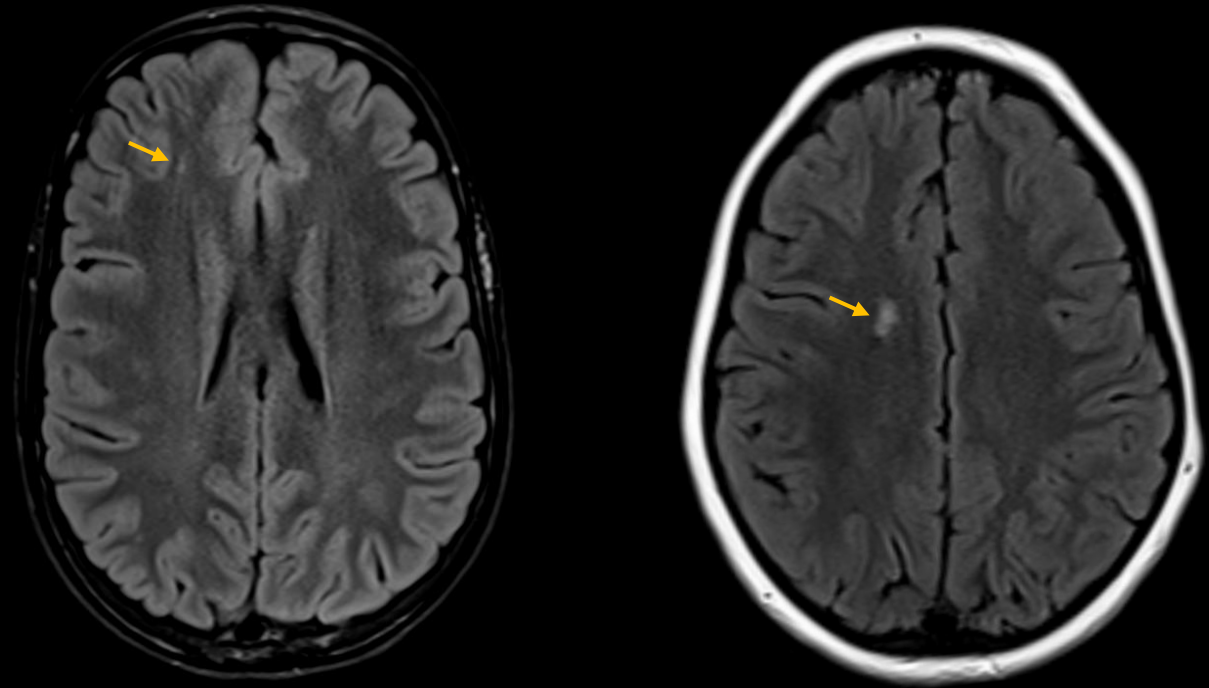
Focos hiperintensos subcorticales frontales en FLAIR , hallazgo observado en pacientes con MH en probable relación a focos glióticos por microdaño crónico.
